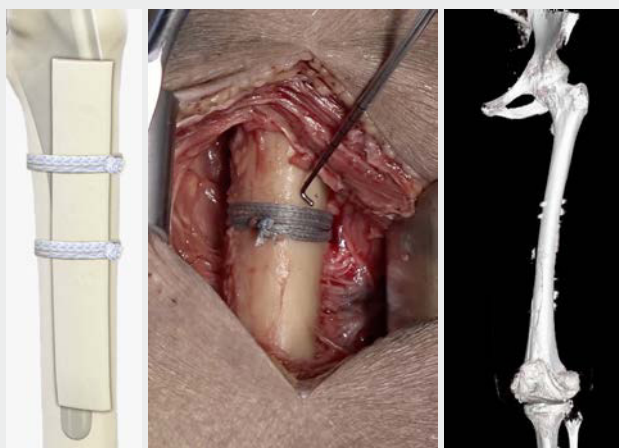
Erfolgreiche Versorgung einer periprotektischen Fraktur mittels Fibula-Strut-Graft und 4 FiberTape®-Cerclagen am distalen Femur, CT-Kontrolle nach 3 Monaten
